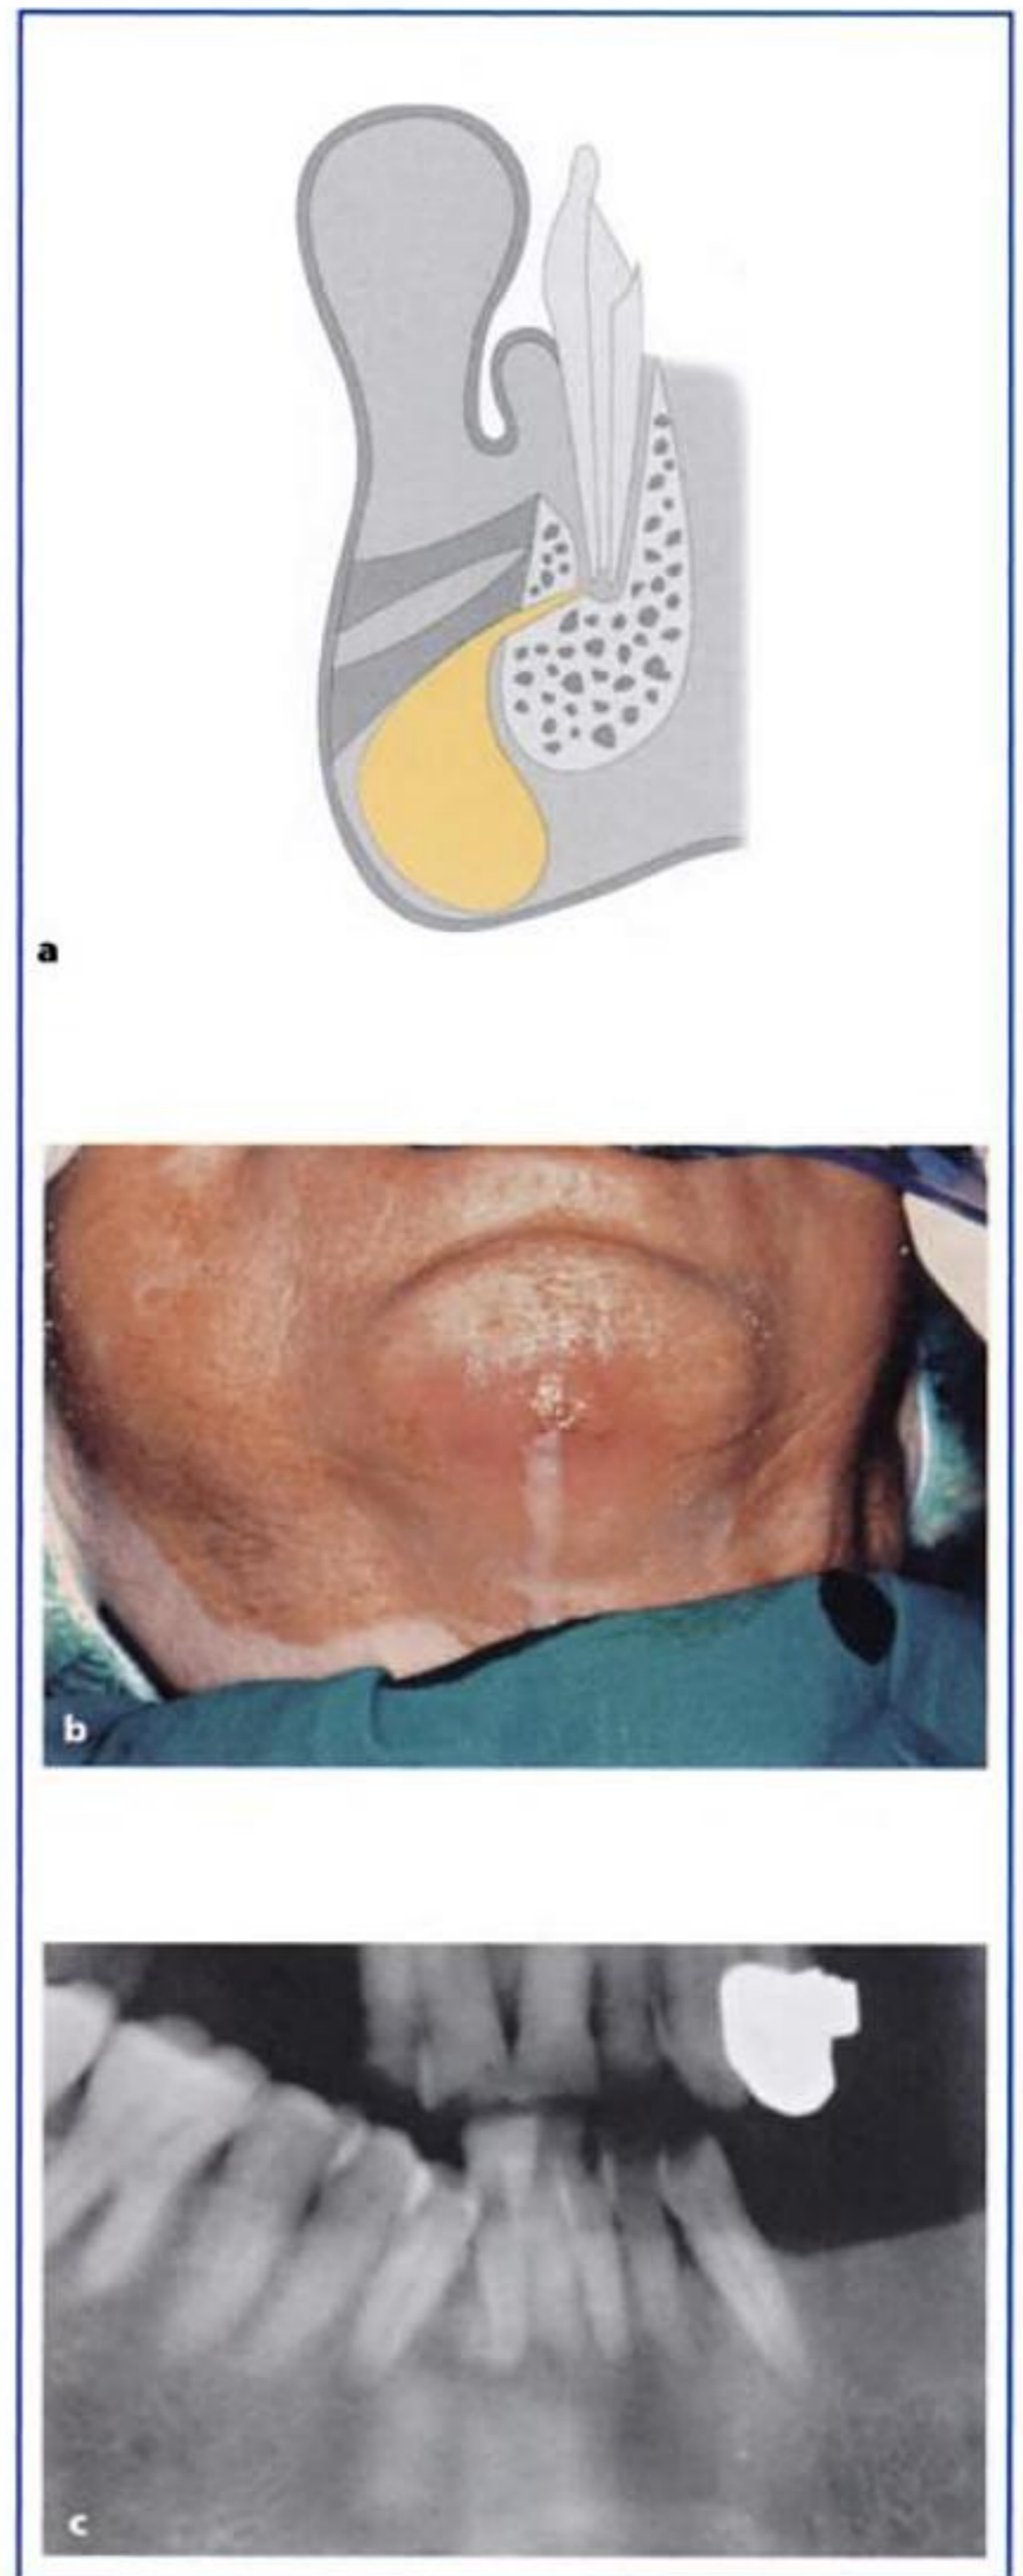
a) Absceso submental. b) Cuadro clínico de absceso submental originado por los incisivos inferiores. c) Radiografía intraoral que evidencia la osteólisis periapical del 31-32.
